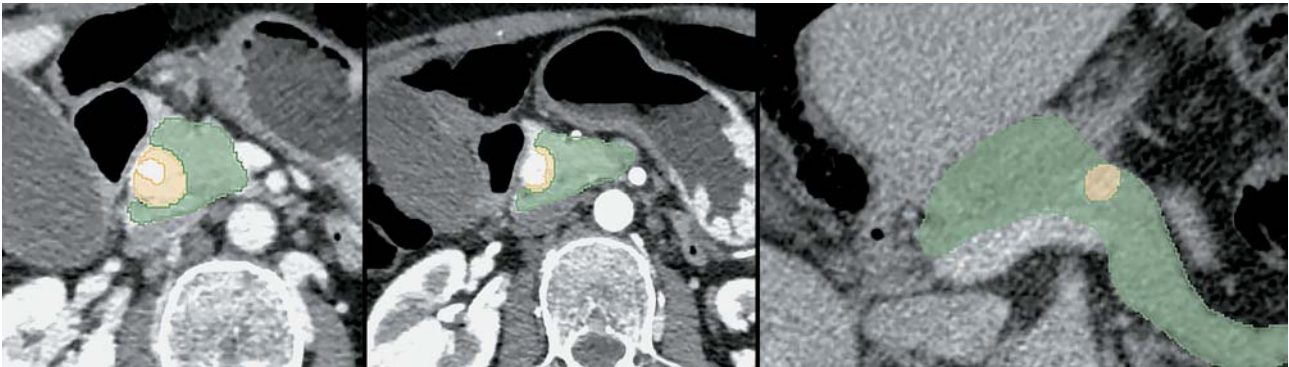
Примеры сегментационных масок образований ПЖ на компьютерных томограммах, которые с помощью программного обеспечения 3D-Slicer пришлось корректировать и дорабатывать.
